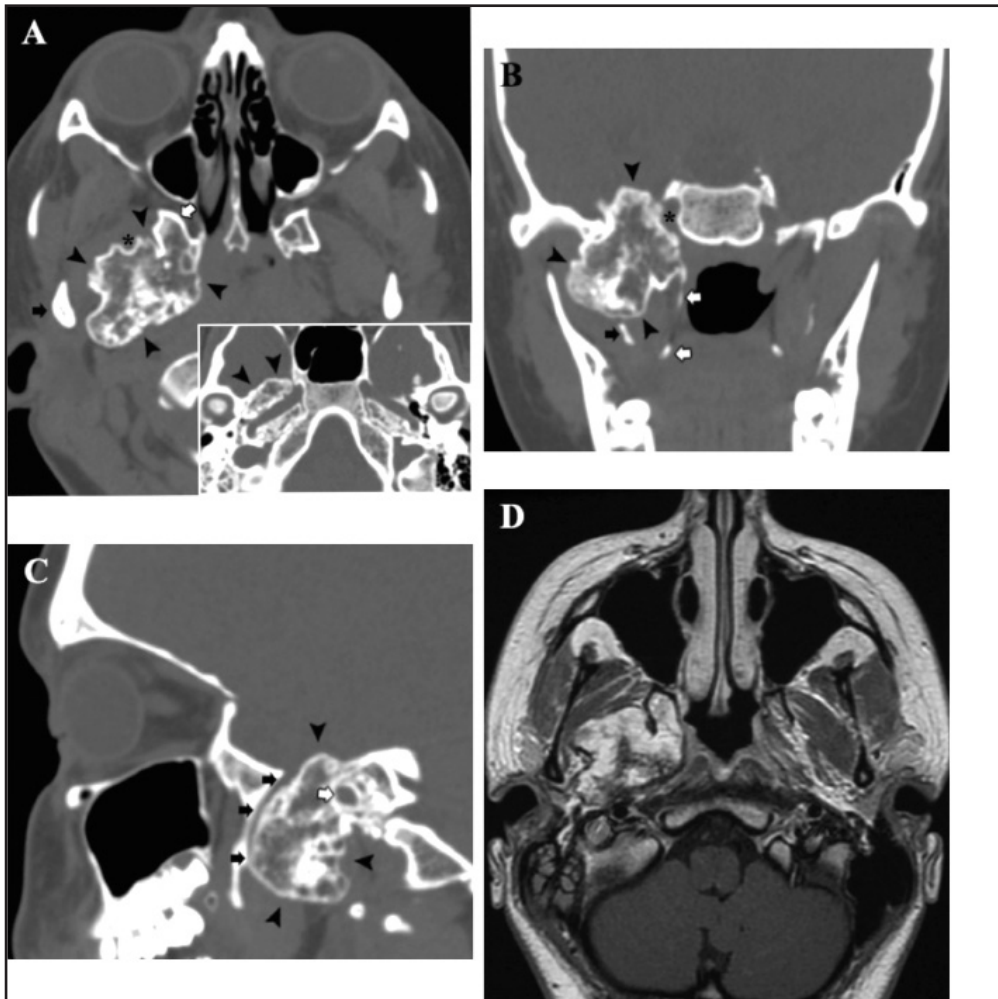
Imágenes del tumor de fosa infratemporal. Las cabezas de flecha negra indican la lesión tumoral. A: Escáner, corte axial. La flecha negra indica el cóndilo mandibular, la flecha blanca indica la apófisis pterigoides y el asterisco señala una indentación de la rama mandibular del nervio trigémino en el tumor; en la esquina inferior derecha se muestra un corte a la altura de la porción horizontal del segmento petroso de la arteria carótida interna. B: Escáner, corte coronal. Flecha negra, lámina lateral de la apófisis pterigoides; flecha blanca, lámina medial de la apófisis pterigoides; asterisco, arteria carótida. C: Escáner, corte sagital. Flechas negras, trayecto de la rama mandibular del nervio trigémino; flecha blanca, arteria carótida. D: Resonancia magnética nuclear potenciada en T1 con gadolinio, corte axial. Se observa captación de contraste de la lesión, principalmente hacia la periferia.
